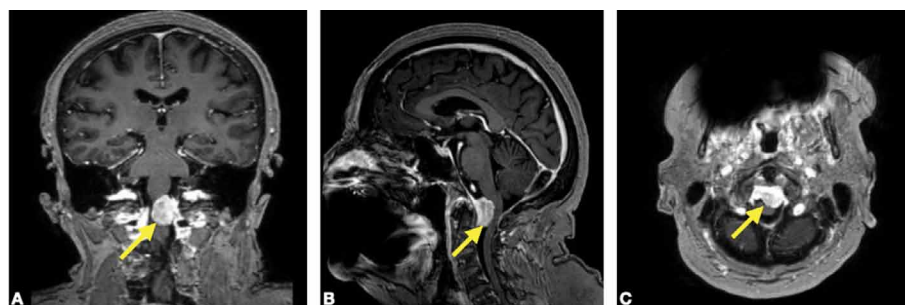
МРТ головного мозга пациентки Ж. до операции. Желтой стрелкой указана менингиома БЗО (А – коронарная проекция, В – сагиттальная проекция, С – аксиальная проекция)
